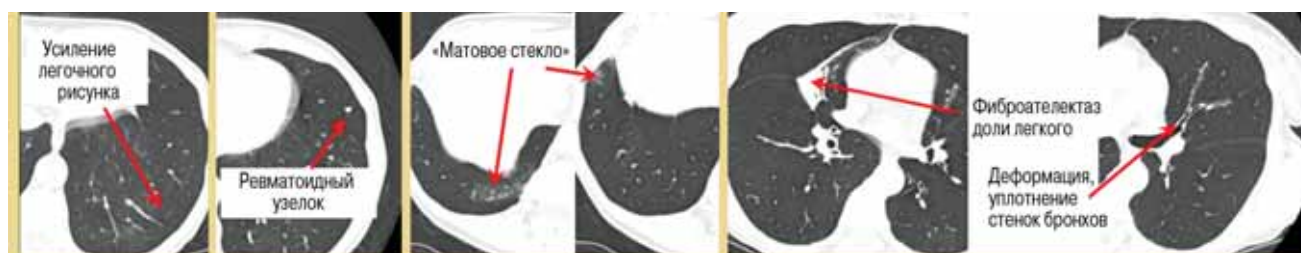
Основные МСКТ-признаки поражения легких у больной ревматоидным артритом
